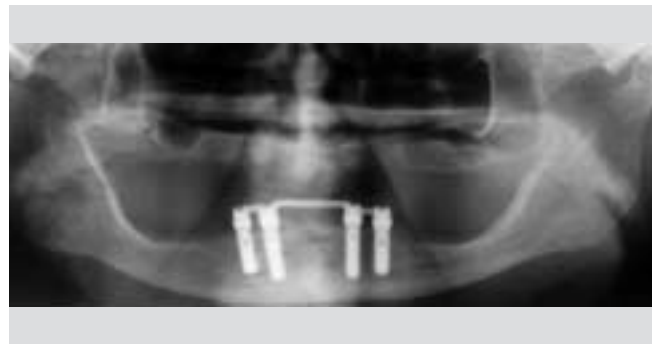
Röntgenologische Darstellung 2 Jahre nach Sofortbelastung
